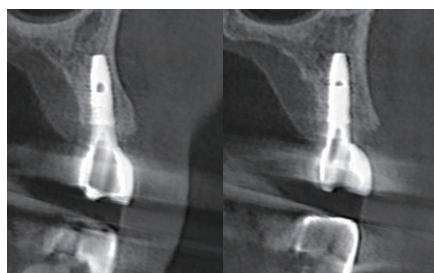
3 months postoperative CBCT image of #14 (Lt), #15 (Rt).
